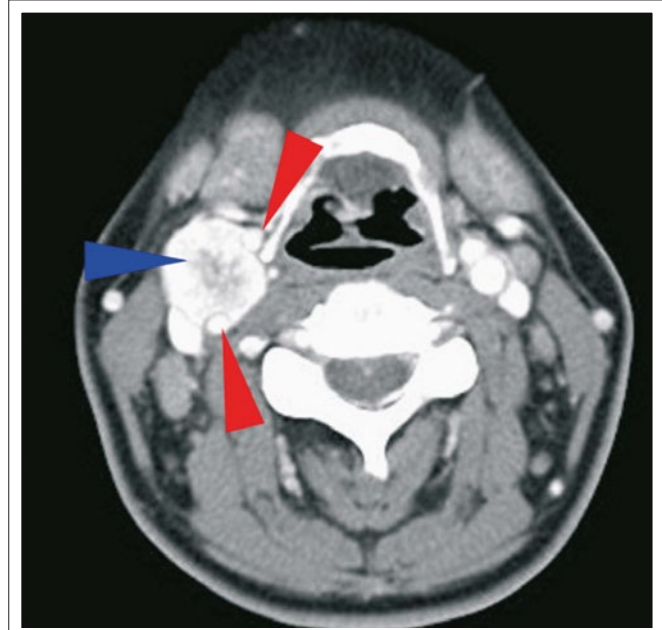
Axiale Schnittebene der kontrastmittelverstärkten CT der Halsweichteile. *Glomus caroticum*-Tumor rechts (blauer Pfeil) mit partieller Ummauerung der Karotiden (rote Pfeile).
